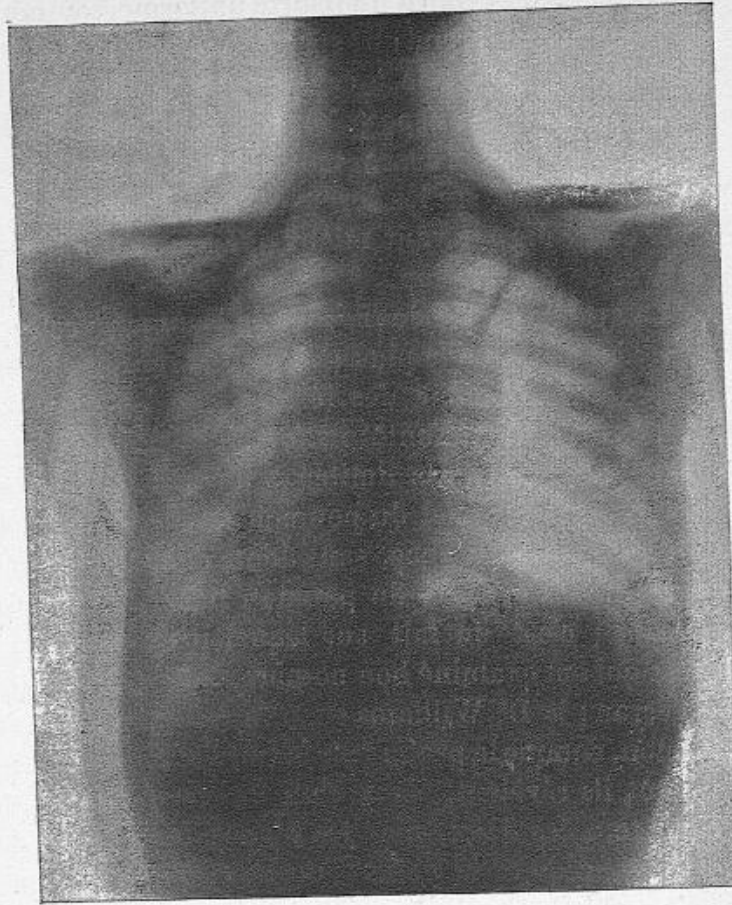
Pyo-pneumothorax droit et tuberculose du poumon gauche, d'après une radiographie du Dr Oudin.
